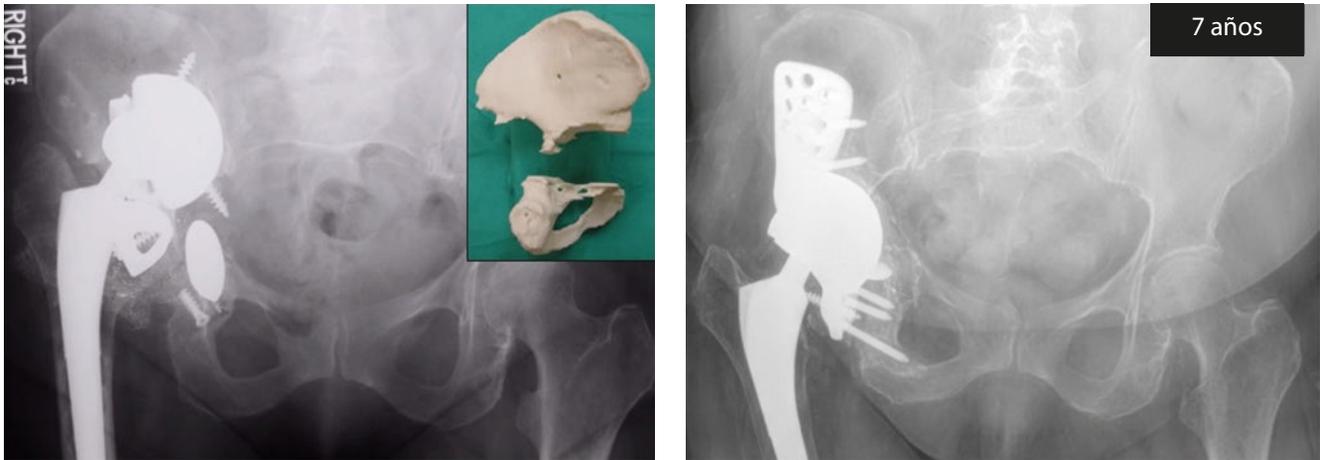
Radiografías de la pelvis y modelo óseo artificial preoperatorios de un paciente con discontinuidad pélvica. Radiografía de la pelvis a los siete años de seguimiento de una reconstrucción con un componente acetabular con tres pestañas.
